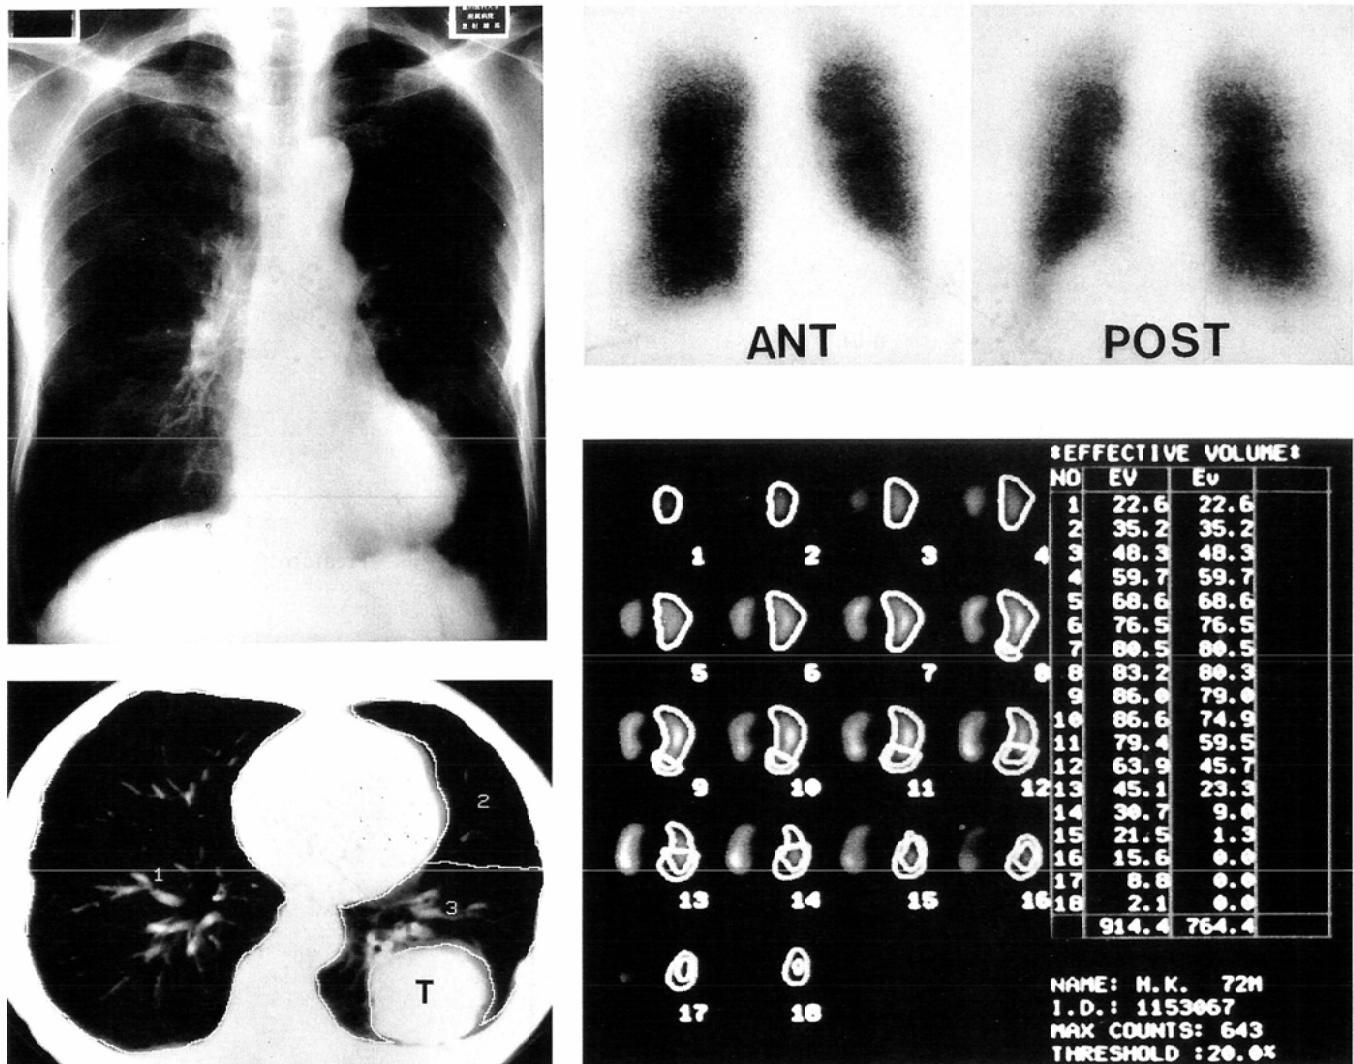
(A) Chest X-ray image of a 72 year-old man with squamous cell carcinoma in the left lower lobe: Left lower lobectomy was performed. His preoperative VC was 2.60 l and FEV1.0 was 1.86 l. Postoperative pulmonary function was measured at one and four months following operation (VC=1.94 l, FEV1.0=1.54 l one month after operation and VC=2.59 l, FEV1.0=1.88 l 4 months after operation).
